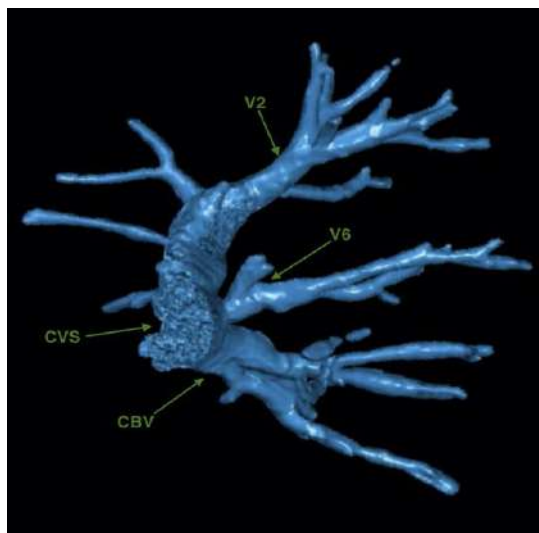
Впадение заднезональной вены в общий венозный синус (вид сзади) (3D-реконструкция МСКТ-АГ) V^2 – вена заднего сегмента верхней доли, формирующая центральную вену; V^6 – заднезональная вена; CBV – общая базальная вена; CVS – общий венозный синус
